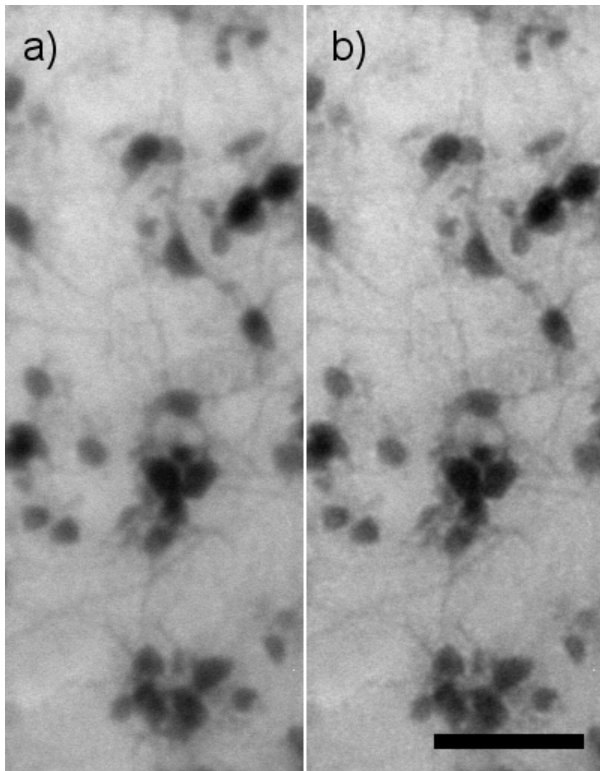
Iterative deconvolution of an x-ray projection image by using Gaussian-like PSF. a) original image b) restored image after 30 iterations. Scale bar is 50 μm
